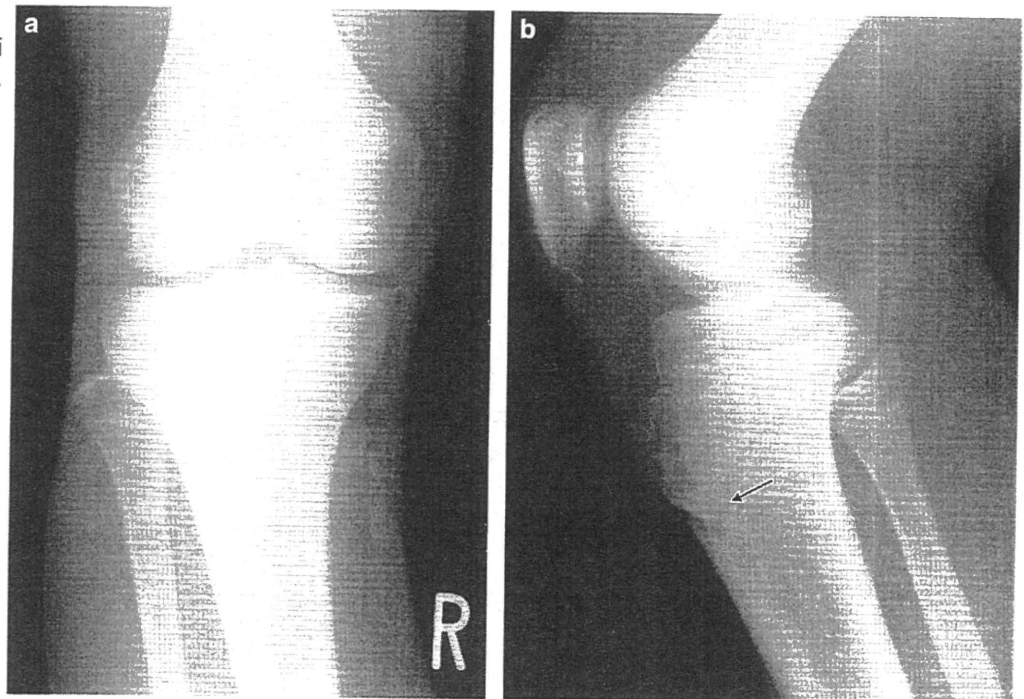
Osgood-Schlatter病の単純X線所見
